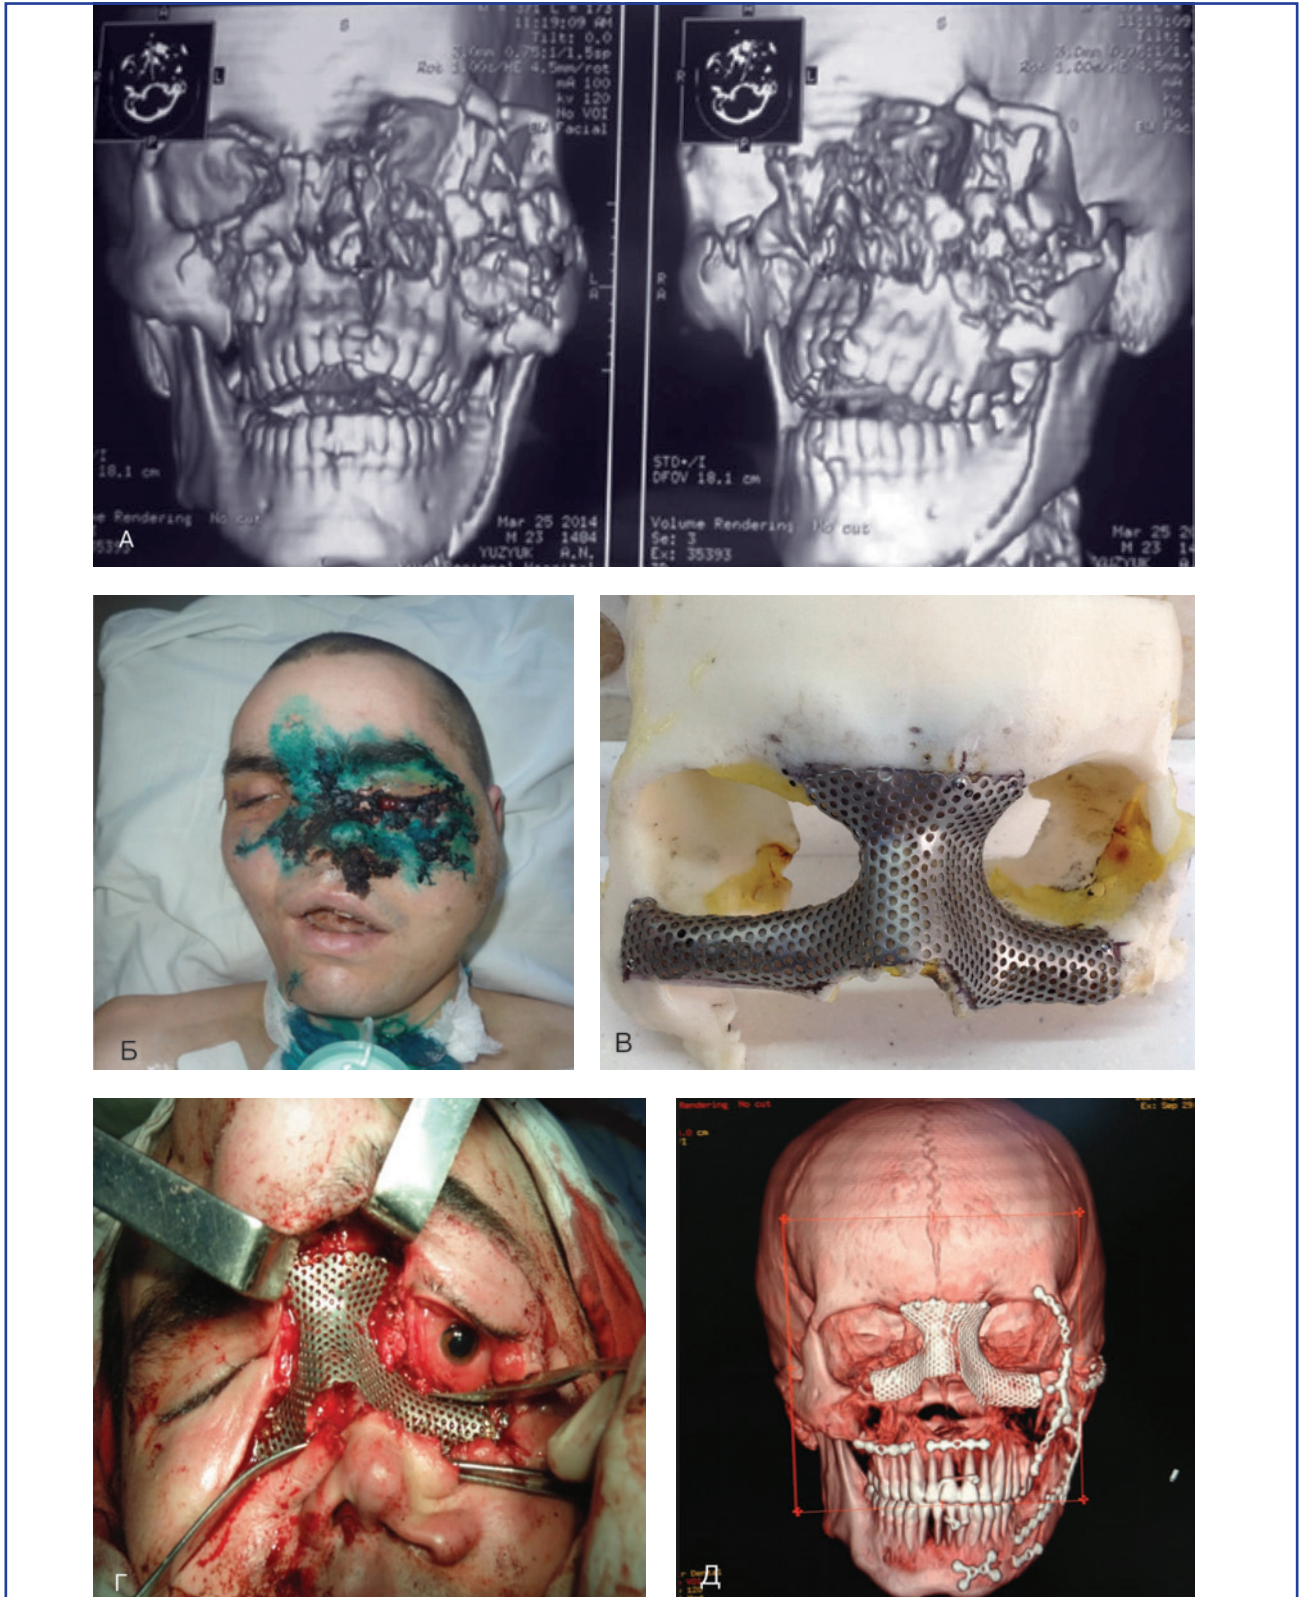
Реконструкція середньої зони обличчя із використанням індивідуального титанового імплантата, виготовленого використанням за допомогою CAD/CAM технології: А. КТ пацієнта до проведення реконструкції. Б. Зовнішній вигляд хворого при надходженні до лікарні. В. Виготовлення індивідуального сітчастого імплантата з титану за стереолітографічною моделлю. Г. Встановлення імплантата під час оперативного втручання. Д. КТ пацієнта після проведення реконструкції
